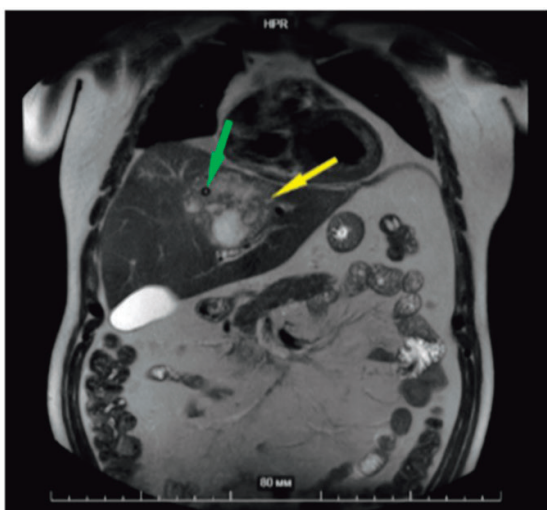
Пациент Г., 47 лет, МРТ брюшной полости (контроль на шестые сутки после операции). Абсцесс уменьшился в размерах (желтая стрелка), в его полости видна дренажная трубка катетера с баллоном (зеленые стрелки)
